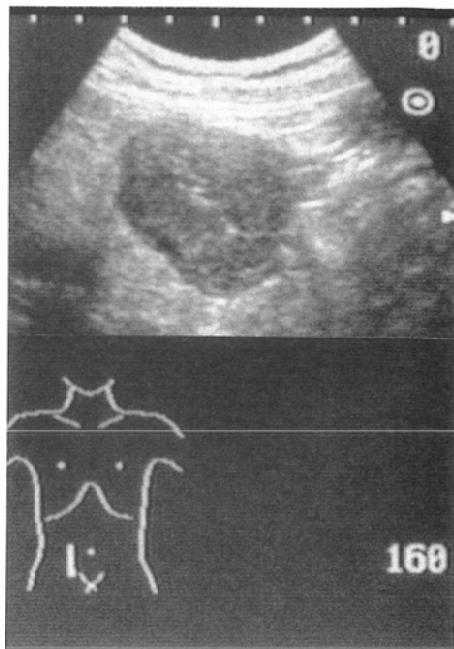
(B) A solid hypoechoic mass in the sigmoid colon is noticed on the ultrasonogram.
